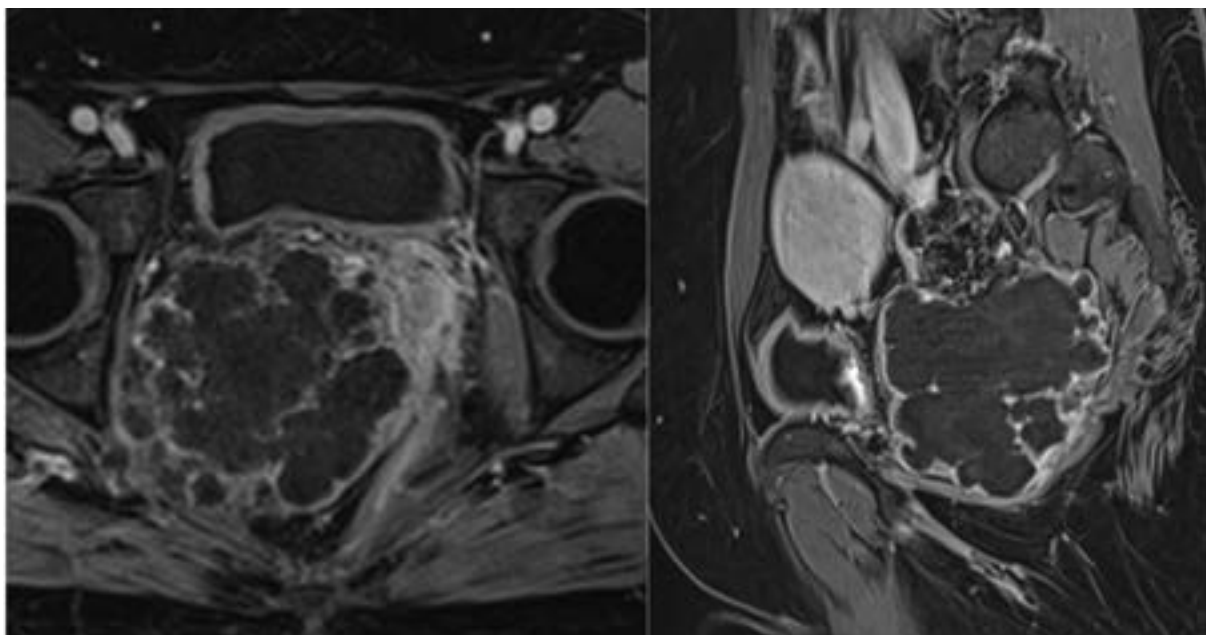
МРТ, T1 dixon (water) постконтрастні зображення, сагітальна та аксіальна площини. Контрастне підсилення хрящового компонента у периферичних відділах
